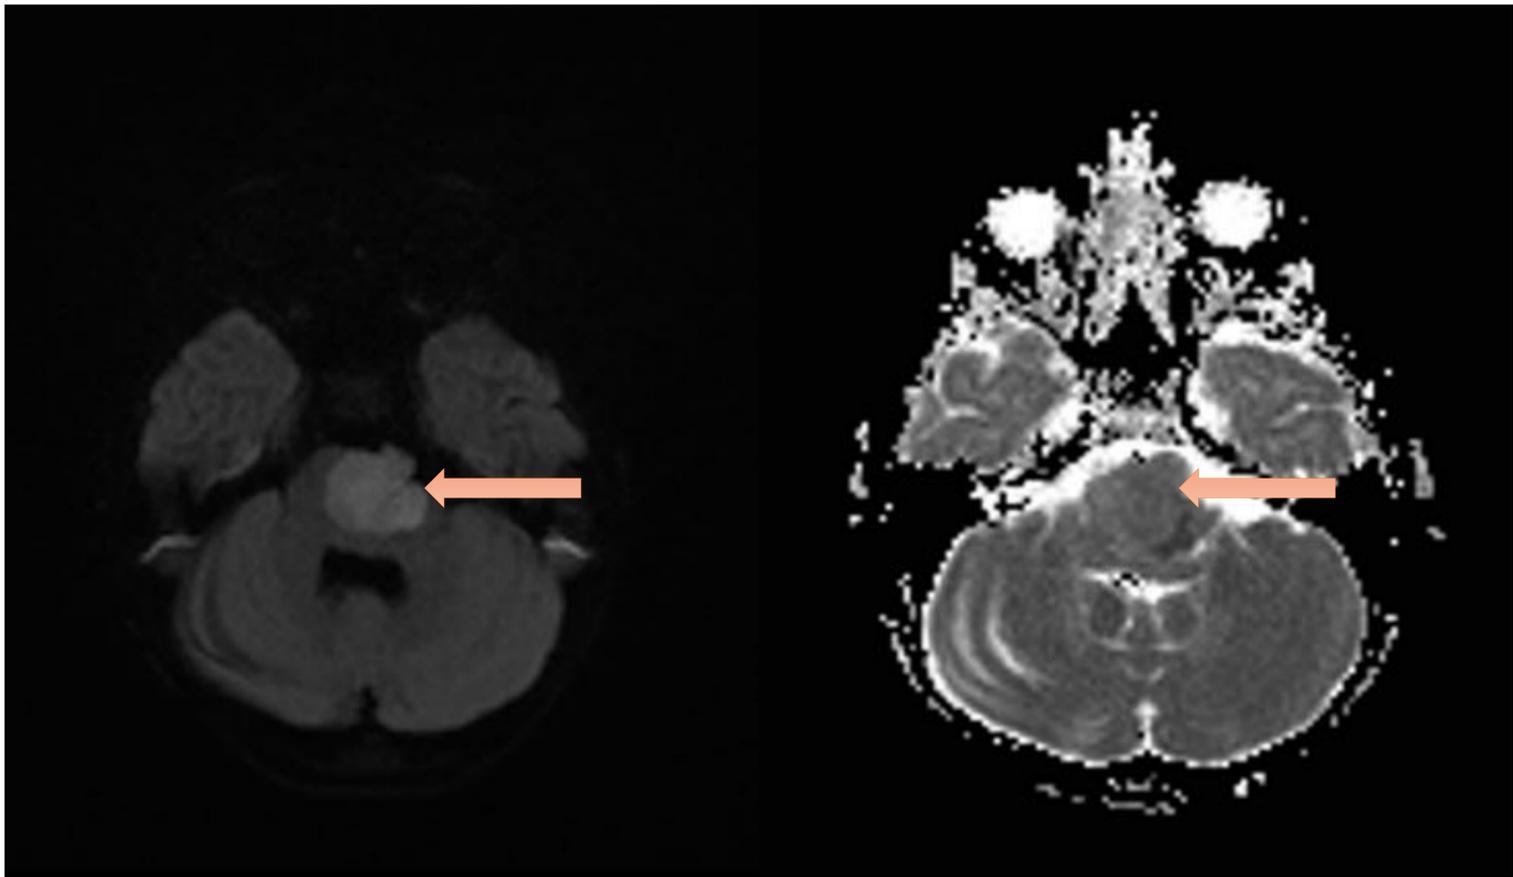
Imagen de RM. Secuencia de difusión y mapa ADC de médula dorsal en plano axial. Masa troncular que muestra restricción homogénea con valores reducidos en el mapa de ADC.
